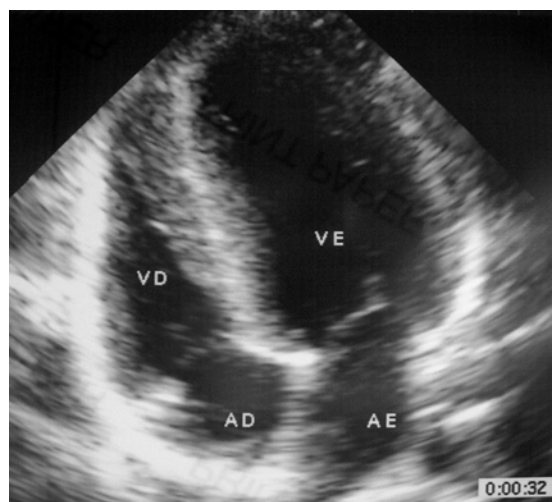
Ecocardiograma transtorácico de um paciente com cardiomiopatia hipertrófica do tipo septal assimétrica. Casuística do autor.
